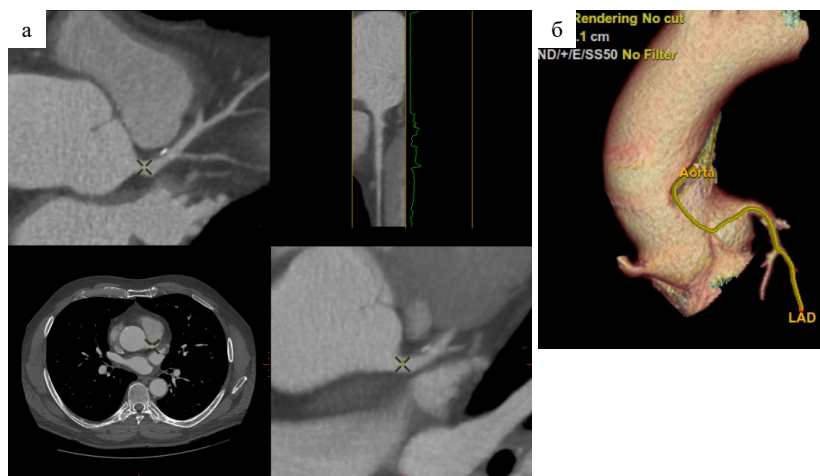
КТ-коронарография, интерфейс программы для оценки коронарного русла и степени стенозов коронарных артерий. а — аксиальный срез на уровне устья левой коронарной артерии (ЛКА) и криволинейные реформаты, показывающие ход ЛКА; б — трехмерная реконструкция восходящей аорты и части ЛКА
